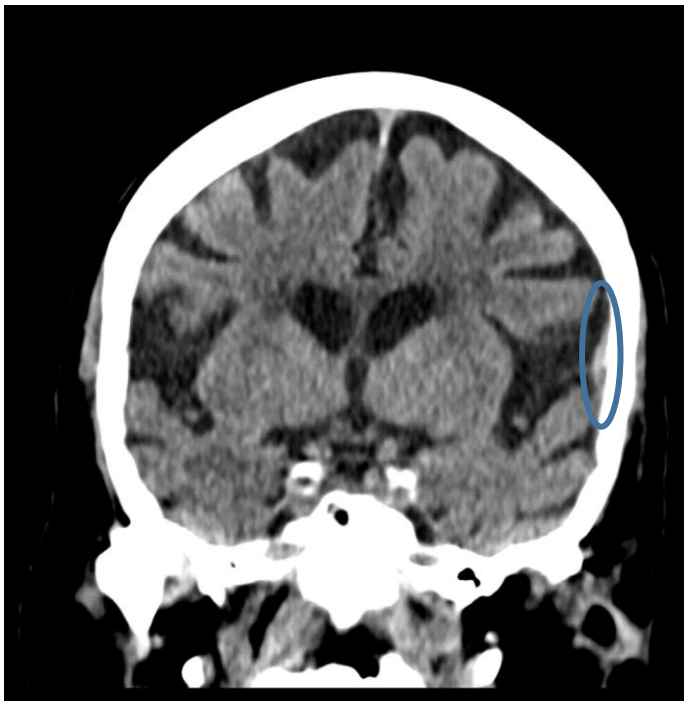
Cortes coronal y axial de TC de cráneo sin contraste intravenoso a las 24h del TCE del caso de la figura anterior. Leve disminución del hematoma epidural fronto-parietal izquierdo.
